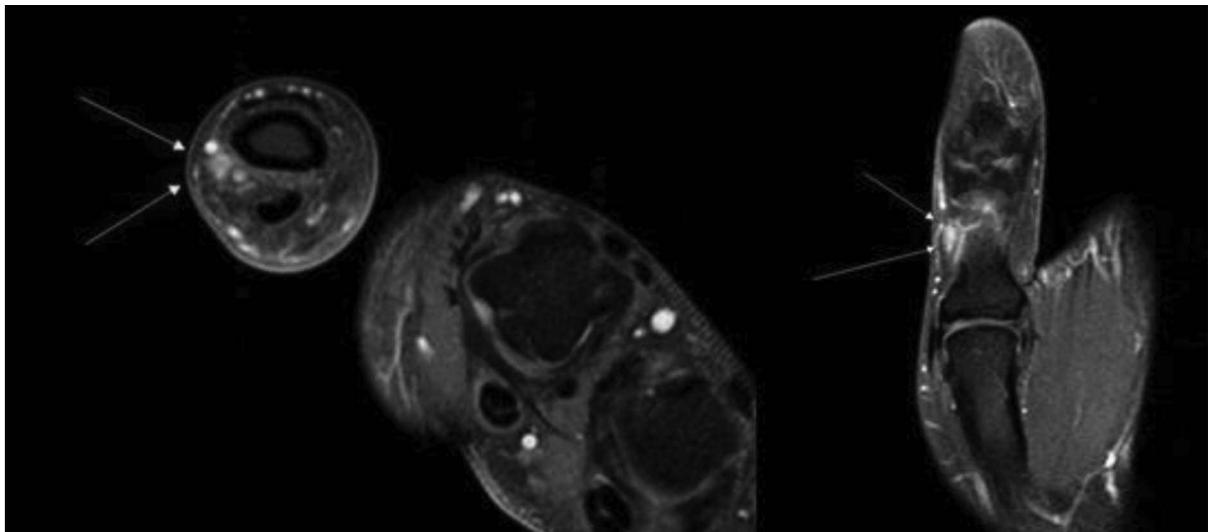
Magnetic resonance imaging of right hand for follow-up showed a new small, nodular enhancing lesion on proximal phalanx of right thumb.
